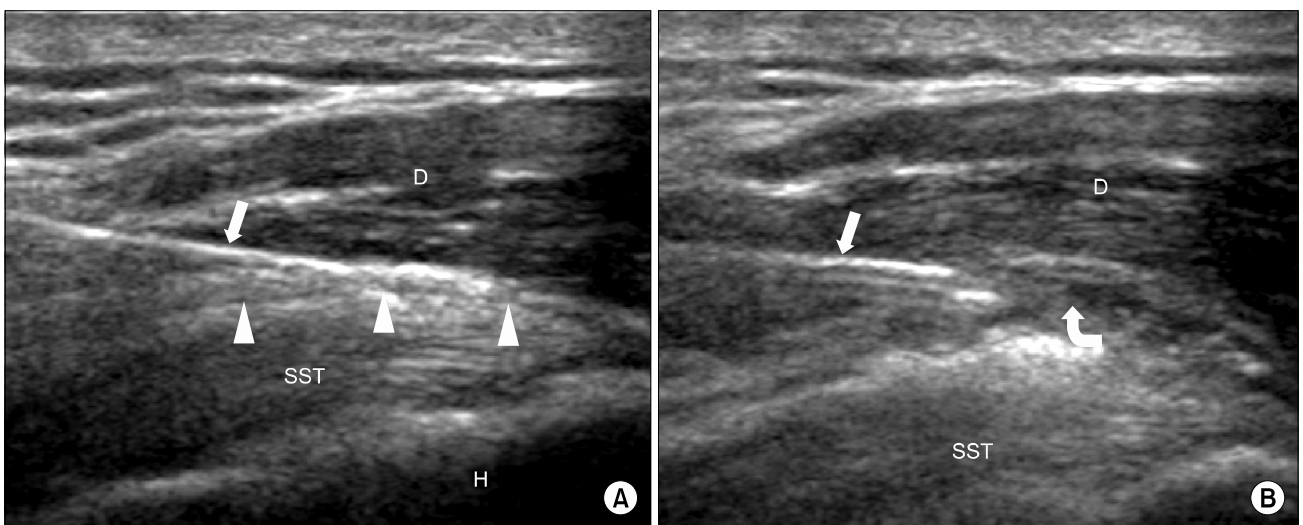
Under real-time ultrasonographic guidance, a 21 gauge needle (arrow) is inserted within the subacromial subdeltoid bursa (arrowheads) (A). Distended subacromial subdeltoid bursa (curved arrow) is showed after triamcinolone injection (B). D: Deltoid muscle, H: Humerus, SST: Supraspinatus tendon.
